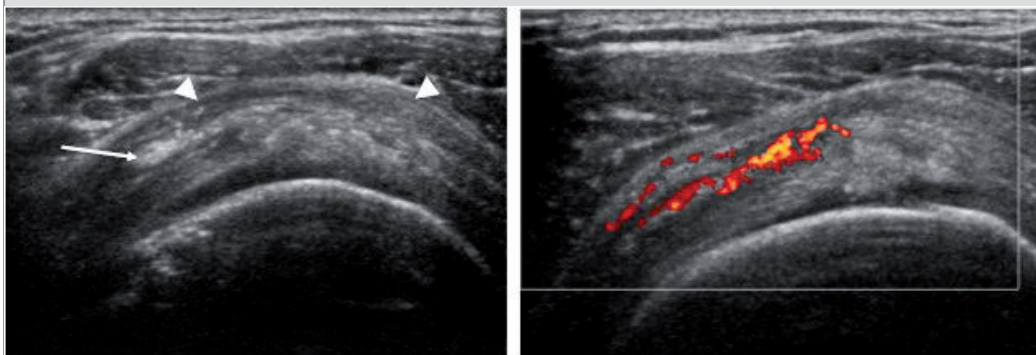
Échographie l'épaule lors d'un suivi 2 mois post-lavage chez patient avec récurrence de douleurs. Des calcifications échogènes résiduelles éparses (flèche) avec bursopathie (tête de flèche) sous-acromio-deltaïdienne sont présentes. Une vascularisation accrue anormale est notée à l'étude doppler de puissance.
